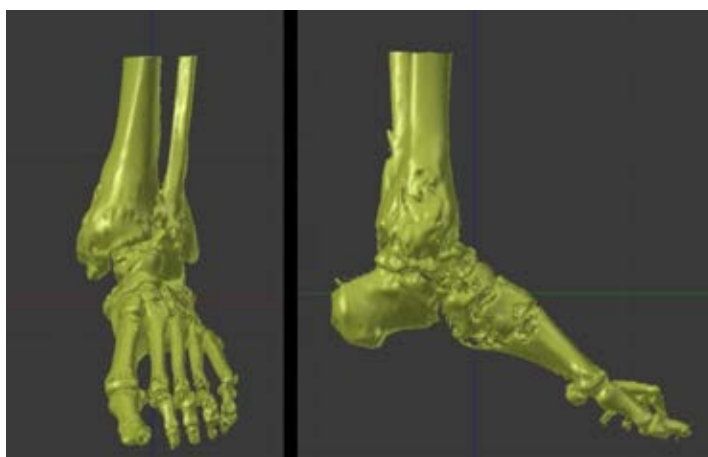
Трёхмерная реконструкция данных МСКТ правого голеностопного сустава. Слева – вид спереди, справа – вид сбоку
